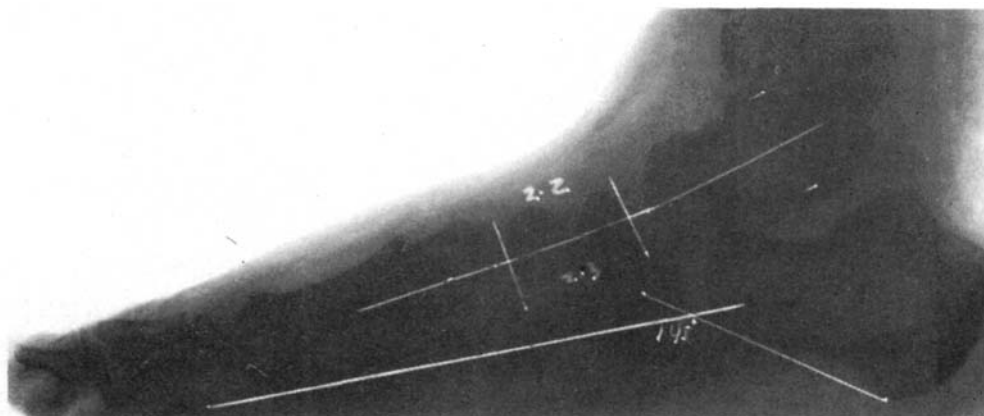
Radiografía lateral de pie en carga.
